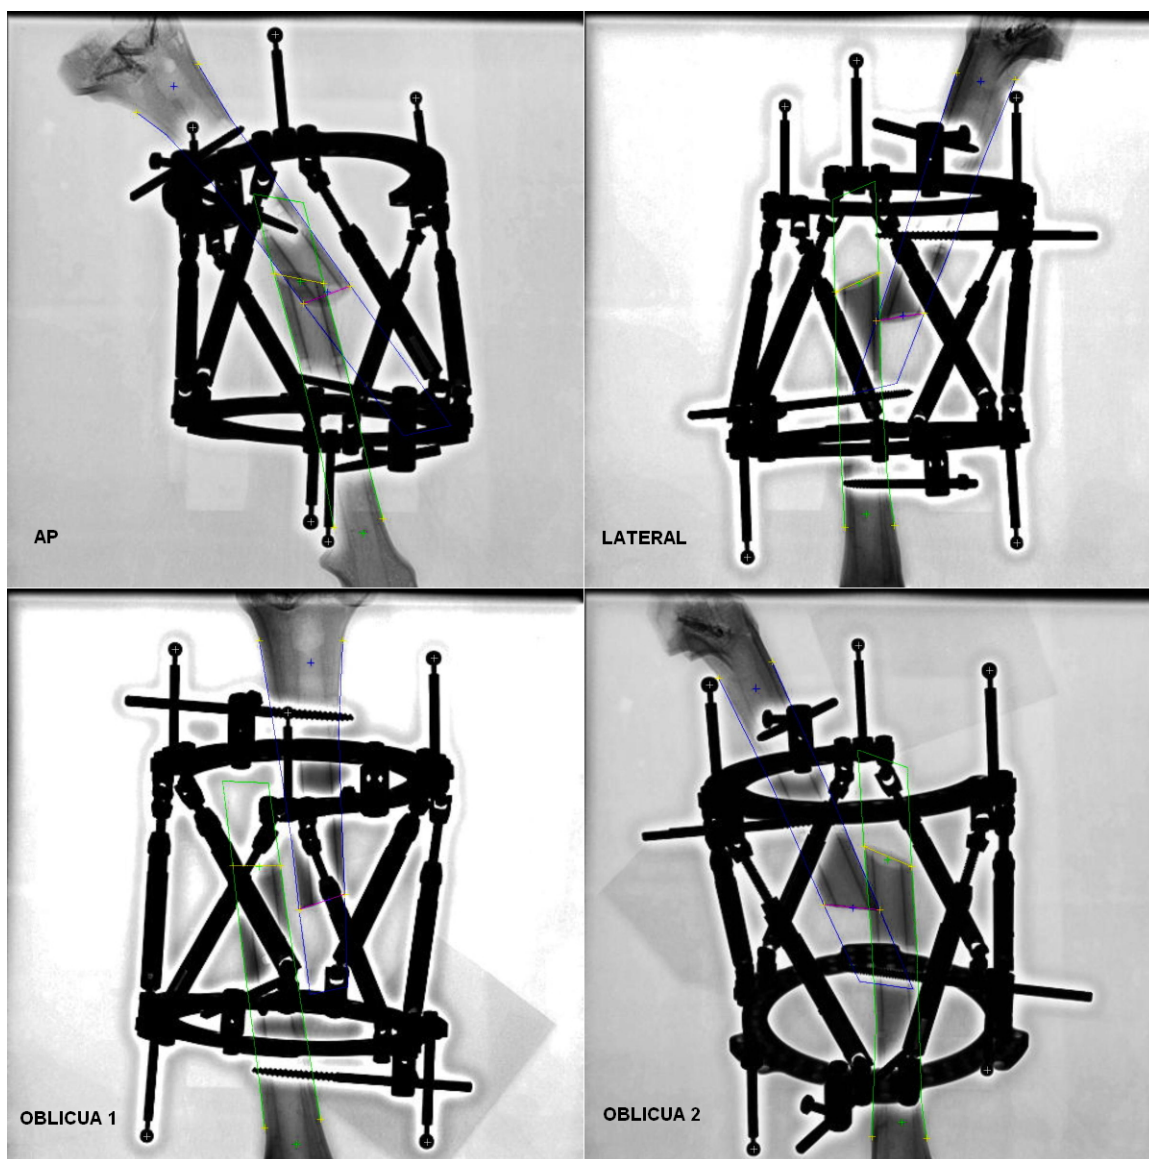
Radiografías caso 3. La vista oblicua 1 presenta una grave oclusión en los extremos de los dos fragmentos.
